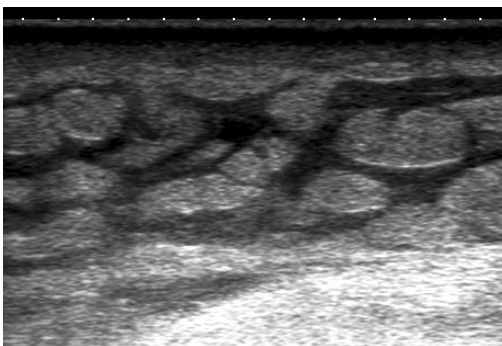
Edema tejido celular subcutáneo. Ecografía modo B. Edema del TCS con aspecto "en empedrado" por celulitis.
